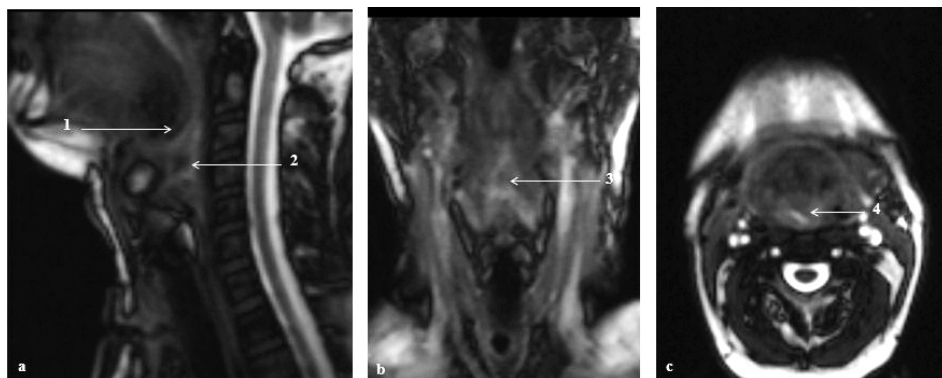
a 1 Recul lingual incomplet, 2 défaut de fermeture du vestibule laryngé en coupe sagittale (image 76 série 2), b 3 occlusion incomplète en coronale (image 4 série 4) et c 4 en axiale (image 20 série 7) IRM 1, M1 post-opératoire patient N°45.
